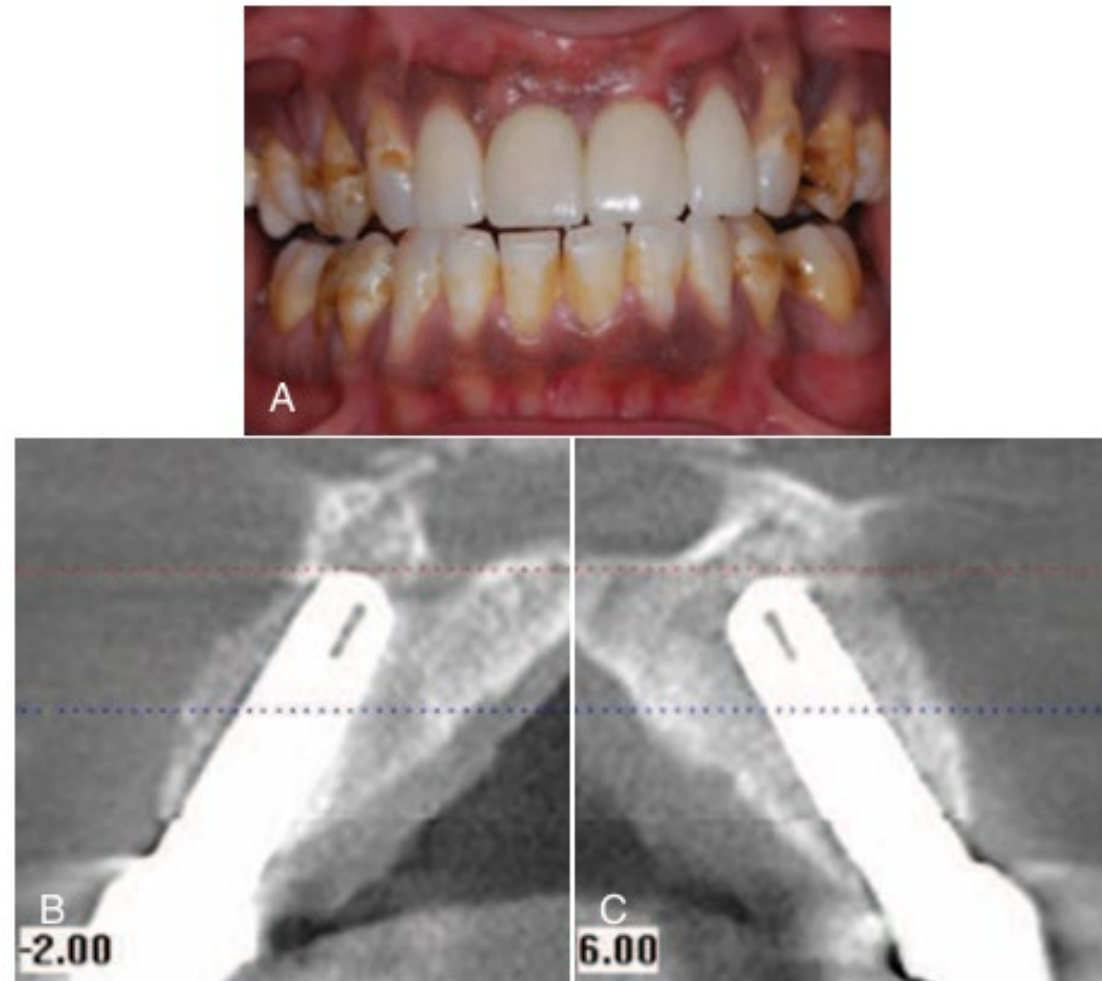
(A) Posttreatment clinical image of same patient depicted in [Fig. 5.34](#) with implant-supported crowns and veneers on laterals. (B–C) CT scans of bone grafts and implants replacing central incisors lost as the result of severe cervical root resorption.
